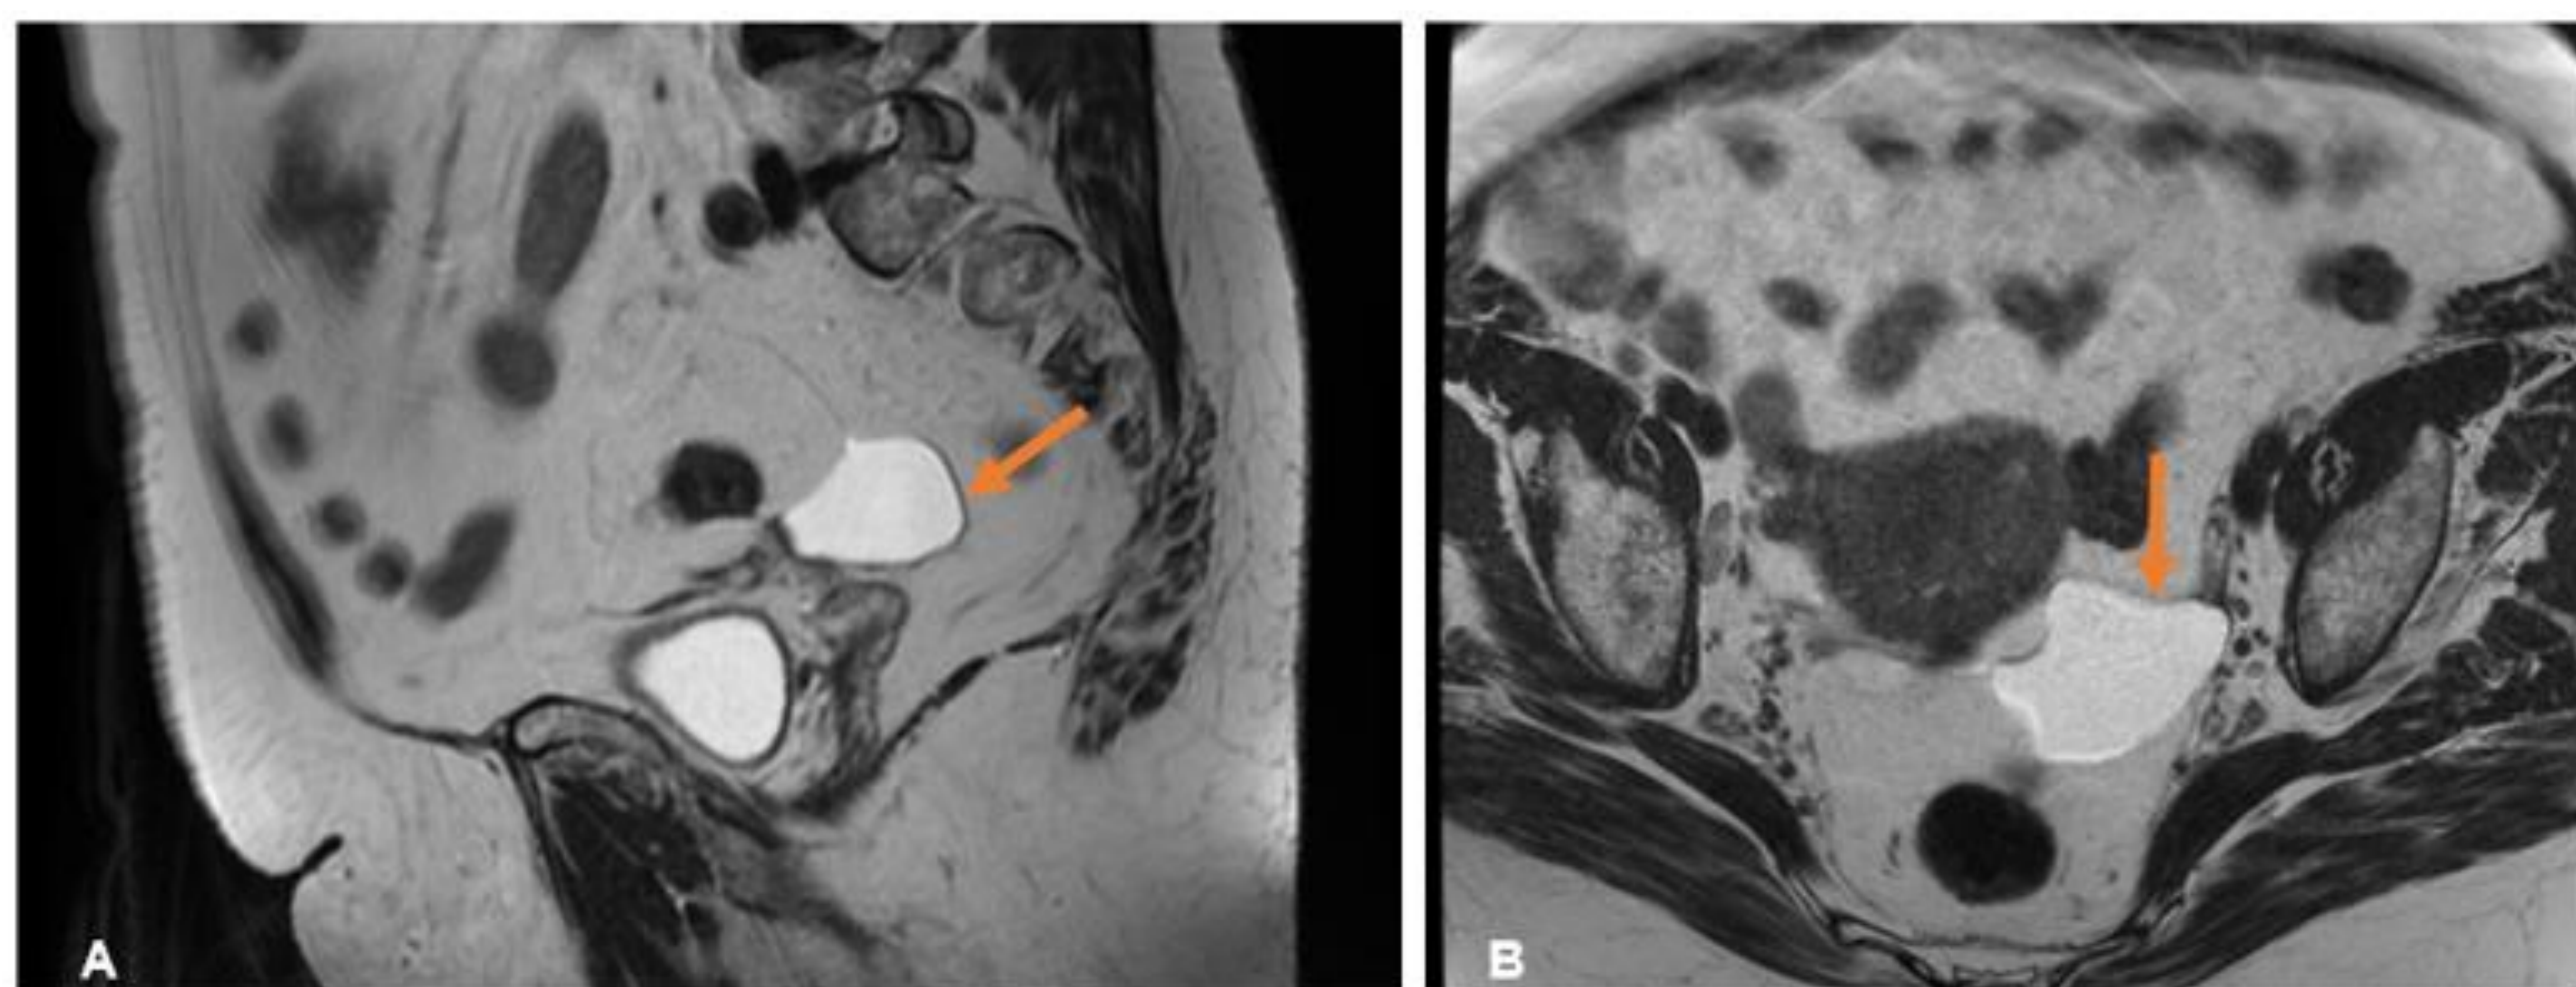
Quiste de inclusión peritoneal (flechas naranjas) en RM potenciada en T2 (A, plano sagital; B, plano axial)
